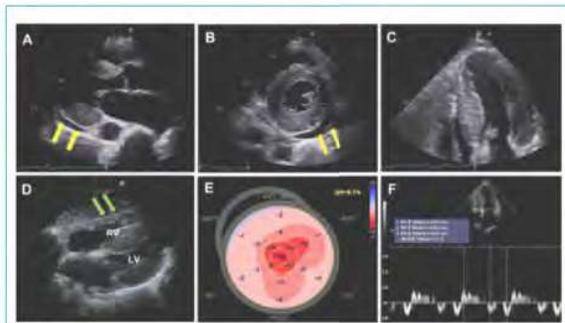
Signes échocardiographiques de l'amylose cardiaque. (A - C) : paroi ventriculaire gauche épaissie (≥ 12 mm) avec un aspect granuleux scintillant de la texture myocardique et une petite quantité d'épanchement péricardique (flèche jaune), (D) : hypertrophie de la paroi libre ventriculaire droite (flèche verte), (E) : épargne apicale de déformation longitudinale (aspect en œil de bœuf ou cerise sur le gâteau), (F) : fonction diastolique altérée [13].
